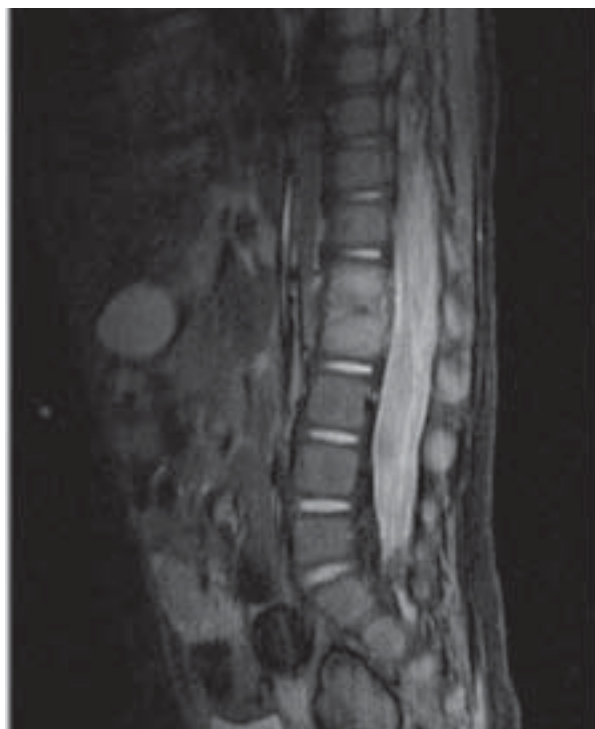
RM de columna completa. Alteraci3n a nivel del disco y paravertebral en L1-L2.
